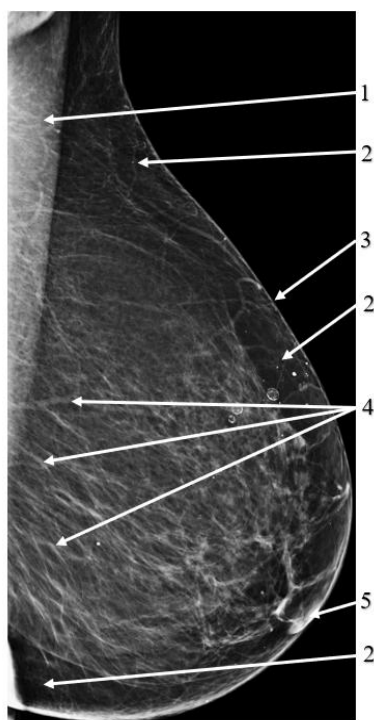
Рентгенограма грудної залози: 1 – великий грудний м'яз; 2 – підшкірна жирова клітковина; 3 – шкіра; 4 – зв'язки Купера; 5 – грудний сосок
